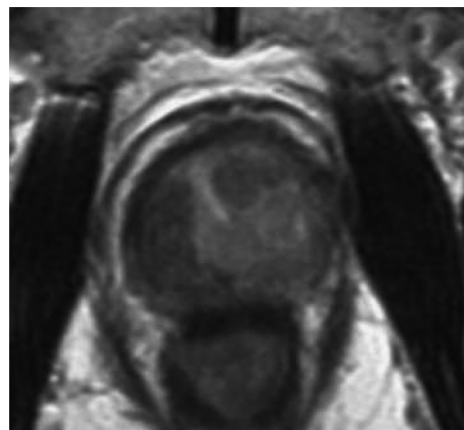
T2-weighted MRI demonstrated prostatic TZ area enlargement and an irregular intensity-mass, partially containing a low intensity area. The boundary line of TZ/PZ is ill-defined.
